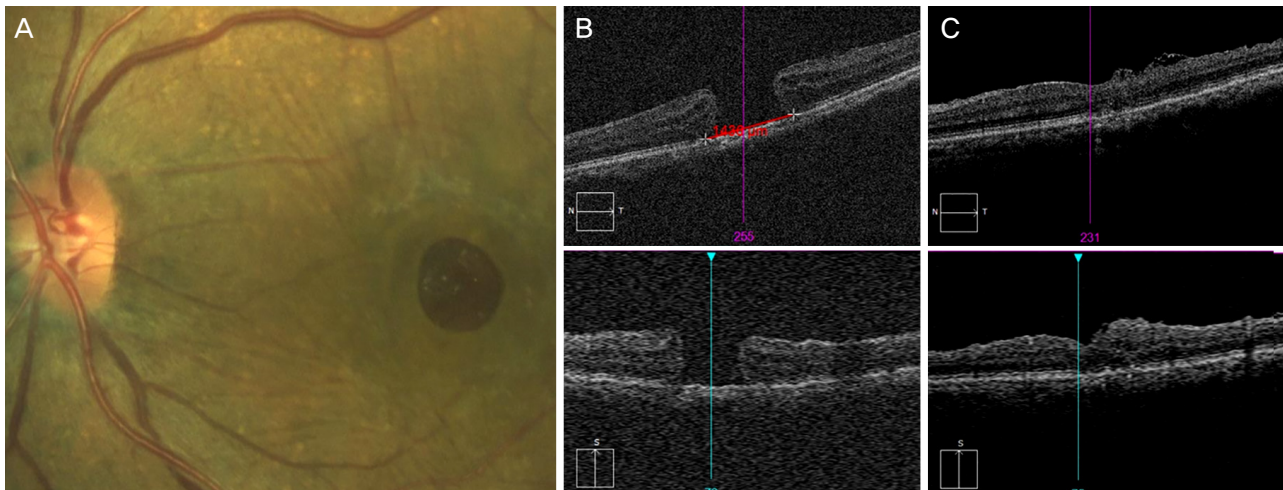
A case of full thickness macular hole in 70-year-old-female. Preoperative color fundus photography (A) and optical coherence tomography (OCT) (B) of the left eye demonstrated large macular hole (hole base: 1,436 μm). 6 days after surgery, type 1 closure of hole was detected in OCT scan image (C). There was no change in logMAR vision from 1.10 to 1.10.
